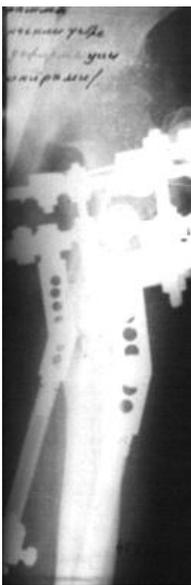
Рентгенограмма больного З. на этапе остеосинтеза
